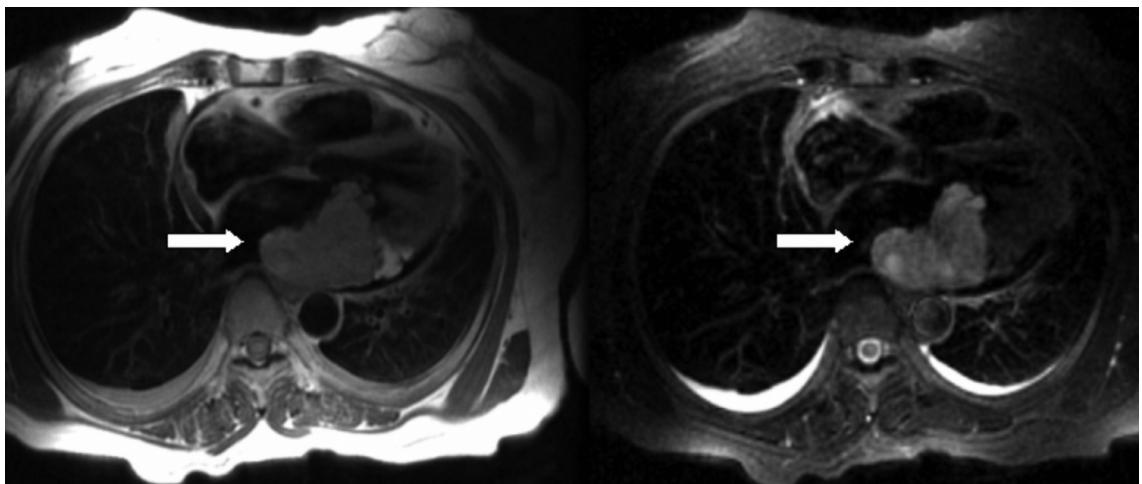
Heart MRI on admission demonstrated a large mass in the left atrium, and the mass was attached to the left atrium posterior wall. The tumor was hypervascular and well-enhanced.
